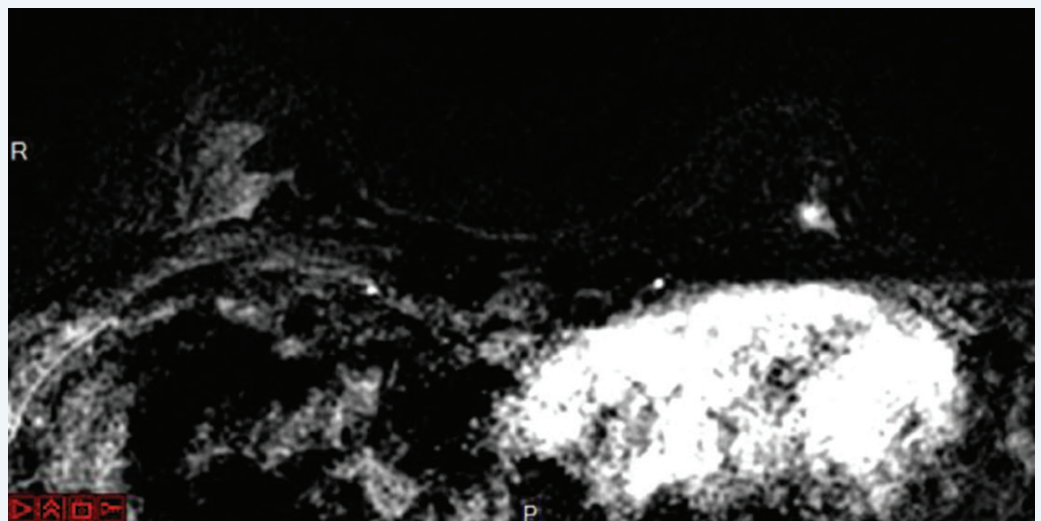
Cancer canalaire triple négatif prépectoral du sein gauche (IRM après injection de gadolinium aux temps précoces).
